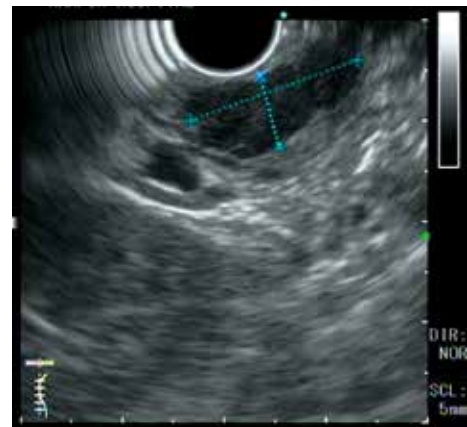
Endoscopic ultrasonographic examination
